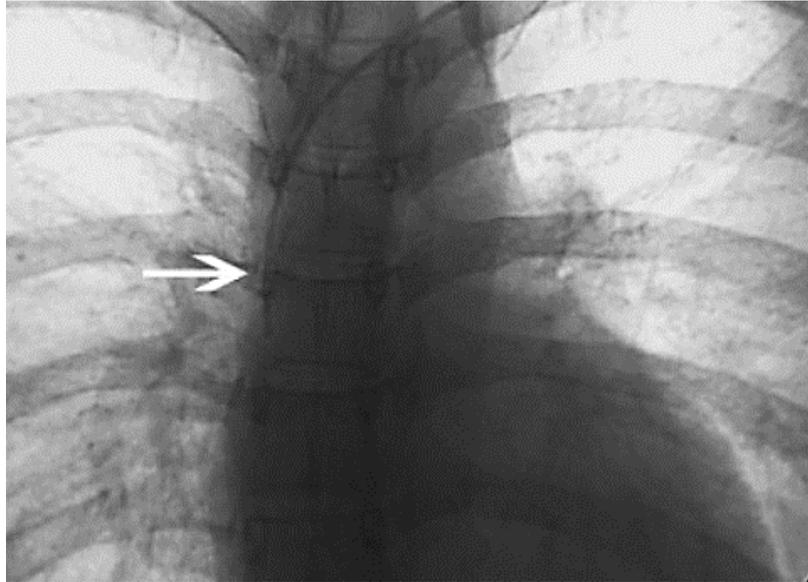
Exemple d'une radiographie de vérification du positionnement du PICC line (93)
